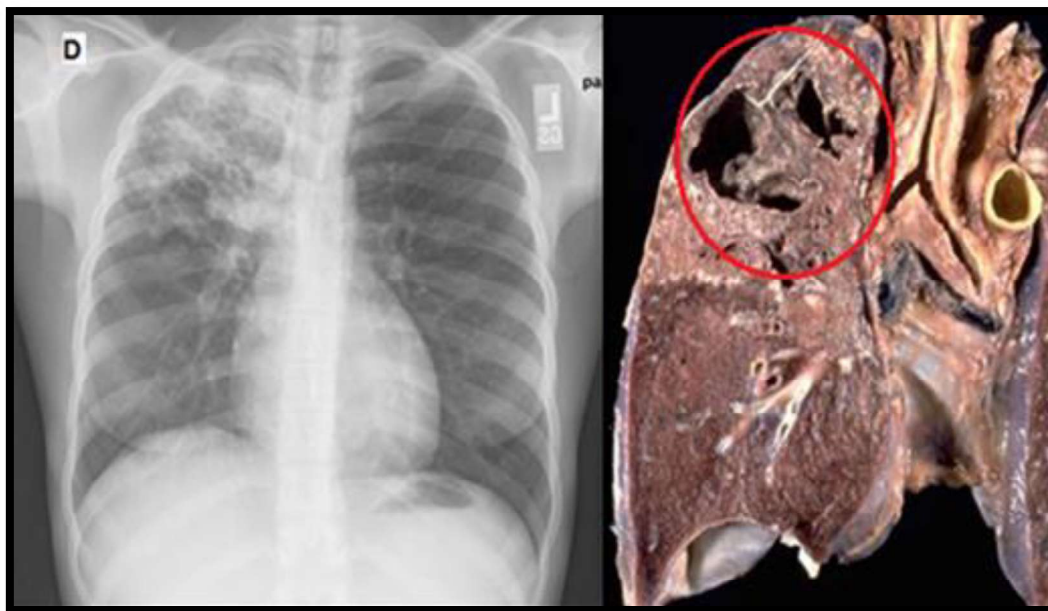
Esq.: radiografia demonstrando os achados clássicos da tuberculose pós-primária, como cavidade associada a opacidades heterogêneas adjacentes. Dir.: o correspondente anatomopatológico da radiografia.
